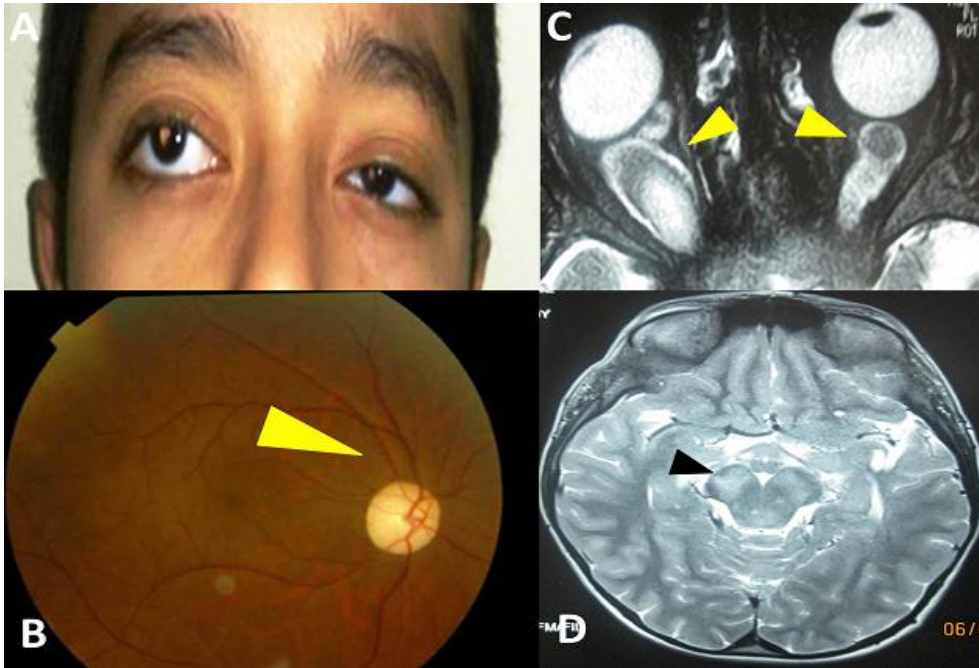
A: strabisme divergent et exophtalmie droite; B) atrophie optique au fond d'œil (flèche); C) IRM en coupe axiale objectivant une hypertrophie des deux nerfs optiques (flèches); D) IRM en coupe axiale objectivant des anomalies de signal au niveau du mésencéphale (flèche)
